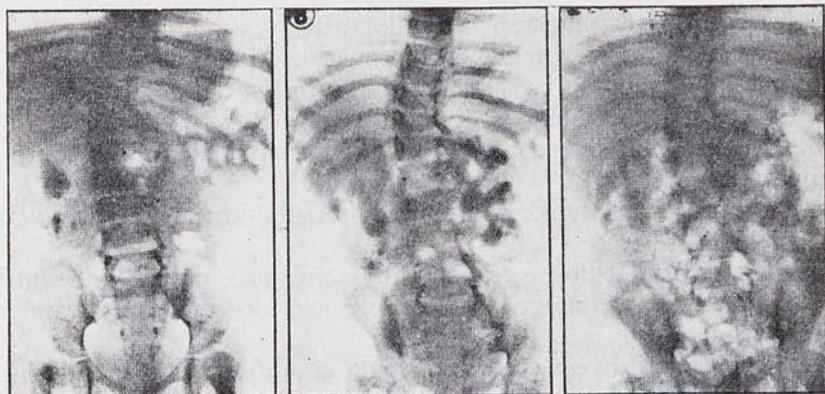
Lactante de cinco meses, que ingresa con el diagnóstico de una sepsis. El estudio bacteriológico demostró que el germen causante era una *Klebsiella*. En la UIV se observó una falta de repleción en la pelvis renal izquierda. La tomografía practicada confirmó las sospechas y en la intervención se encontró un acúmulo de *Candidans*, responsables de esta imagen radiotransparente.
